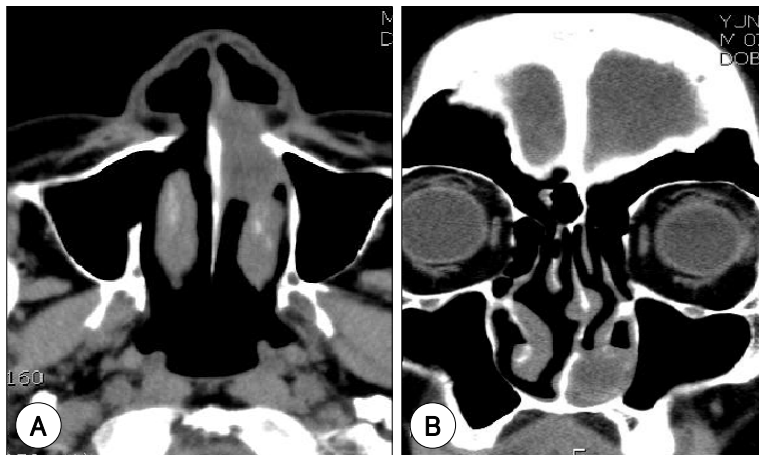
Axial (A) and coronal (B) CT images showed the soft tissue mass obstructing almost entire of the left nasal cavity.
